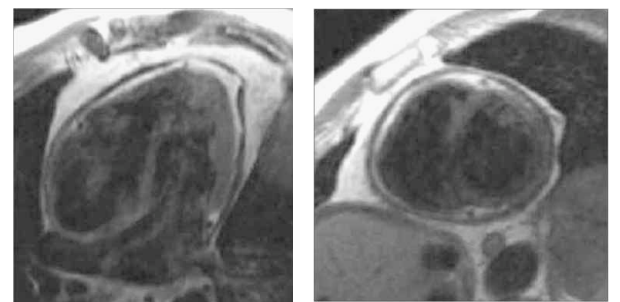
MRI nativ, zwischen Myokardaußenkontur und epikardialen Fettgewebe (weiß) stellt sich das verdickte Perikard schwarz dar
